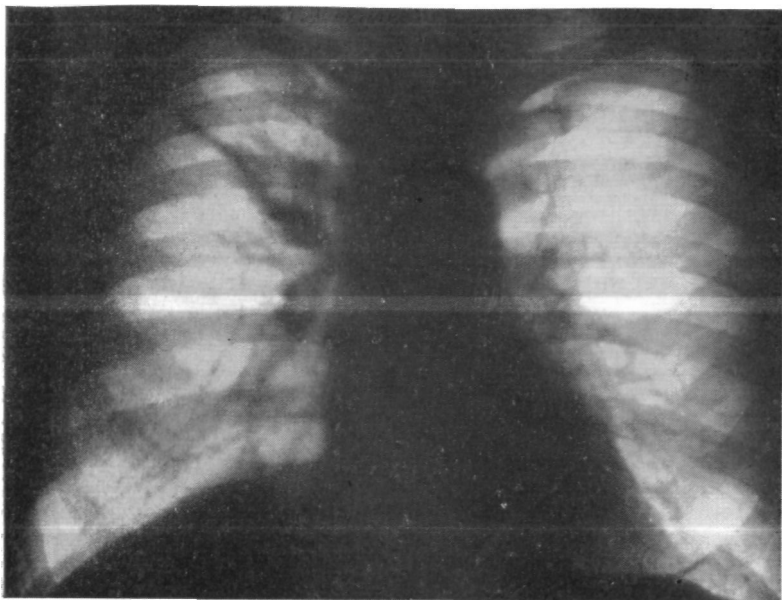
Б-ной Ж. Прямая рентгенограмма легких. Затемнение в области корня верхней доли правого легкого. Гиповентиляция верхней доли.
